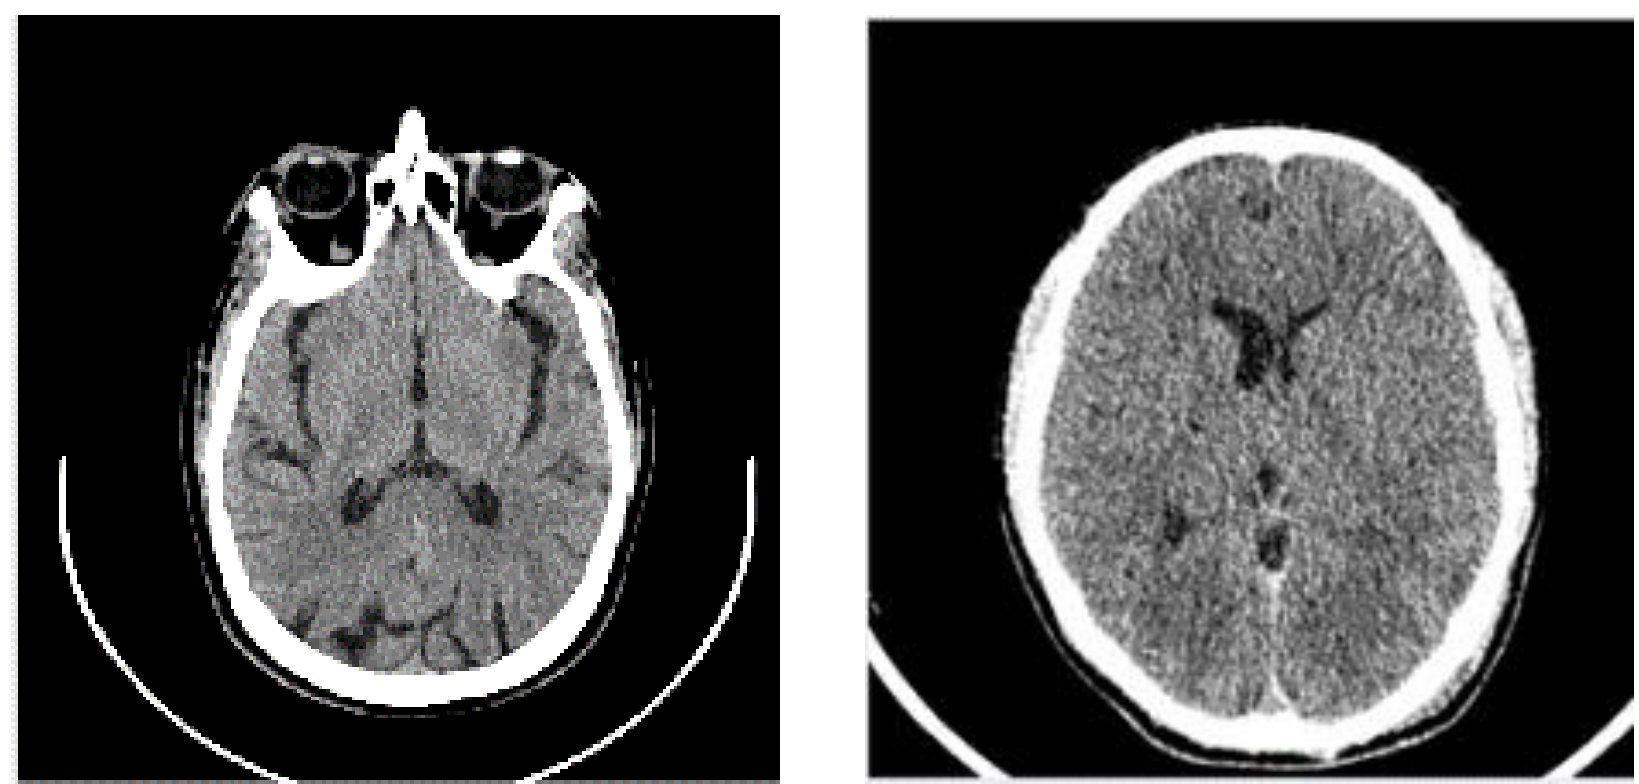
Imágenes cerebrales por tomografía computarizada no contrastada.
